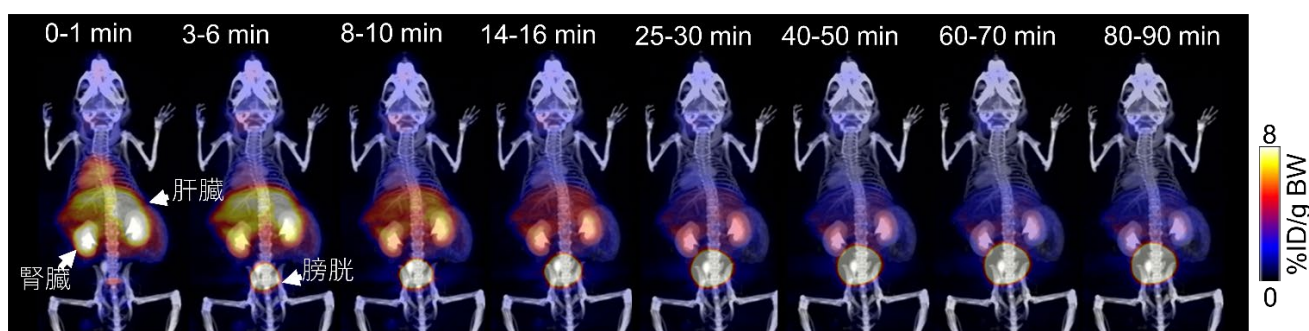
$[^{11}\text{C}]$ グルタミン PET/CT マウス全身画像
